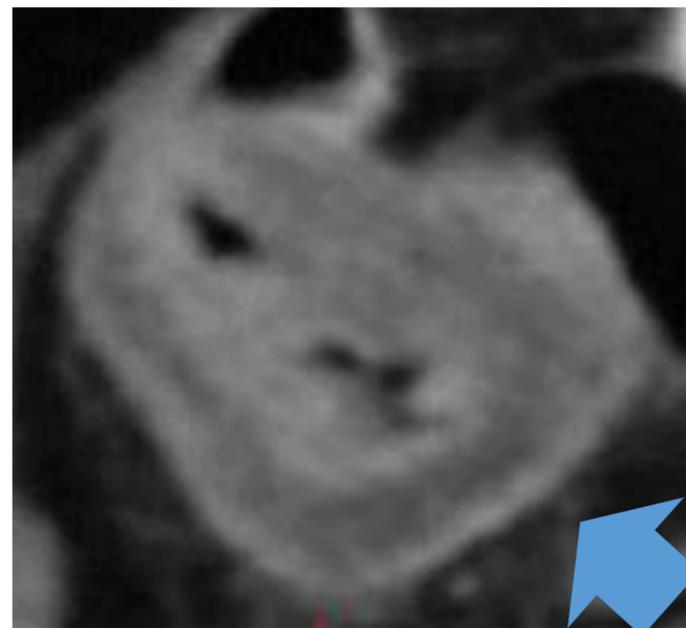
Corte axial de TC en el que se observa estratificación de la pared colónica, con edema submucosa.
